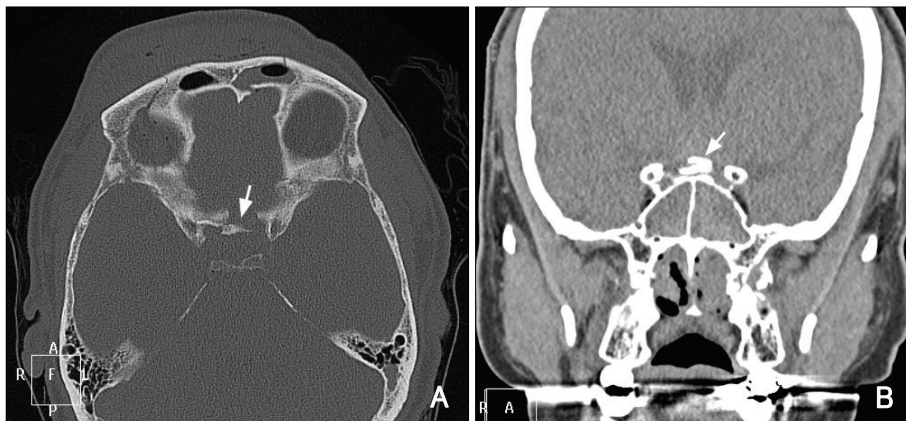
Computed tomography revealed fracture of planum sphenoidale (A) and the bone fragment (arrow) which seems to compress the optic chiasm (B).
